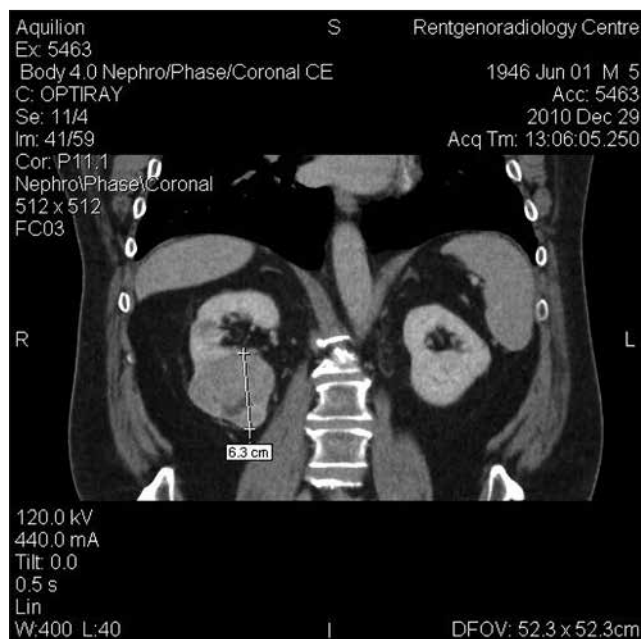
КТ картина до начала лечения
